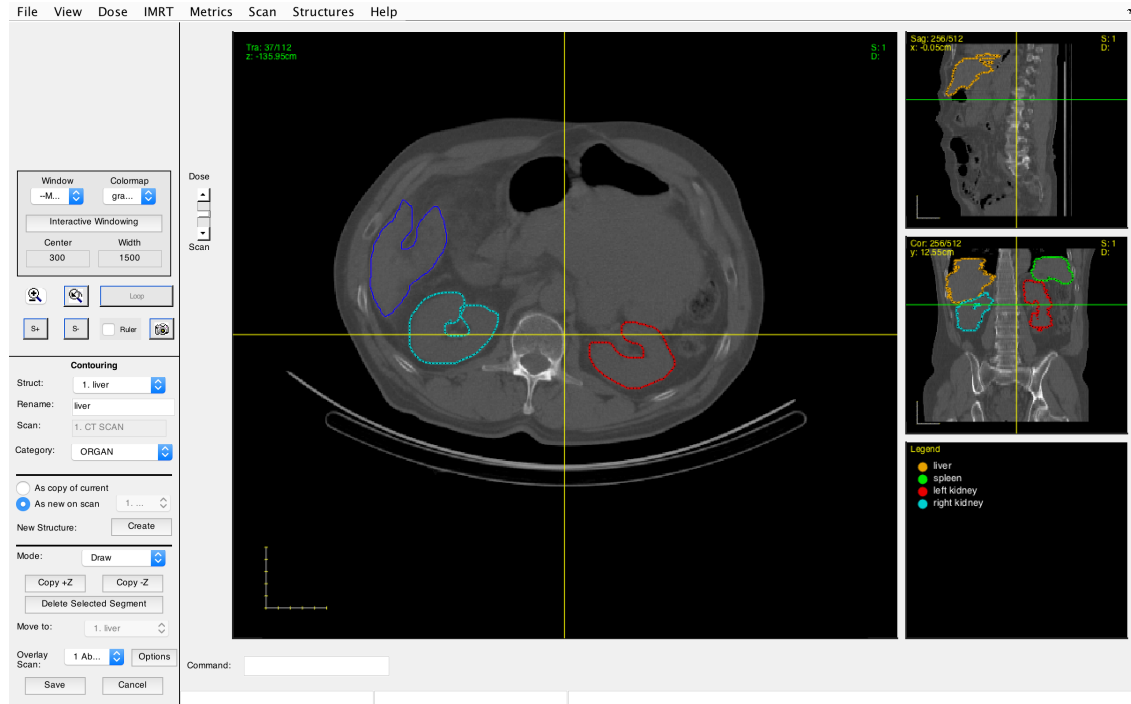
Immagine CT addominale di un paziente in cui sono già stati eseguiti i contorni di alcuni organi. L'immagine è visualizzata dalle tre prospettive (assiale, coronale e sagittale). Come si vede ogni struttura è contrassegnata da una etichetta ed è distinguibile da un determinato colore.
